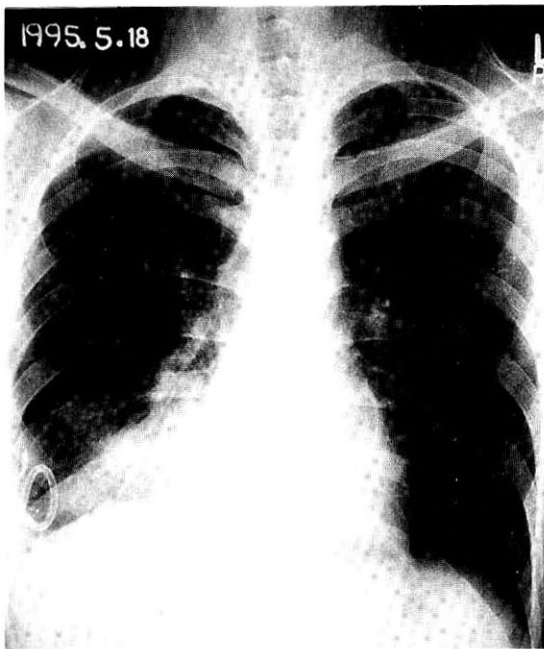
The chest X-ray showed a decreased pleural effusion after catheter drainage.
